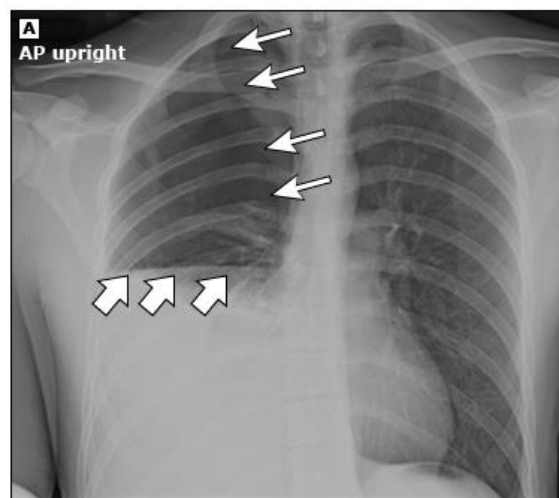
Pneumotórax esquerdo de grandes dimensões na radiografia simples do tórax. As setas identificam a borda lateral do pulmão colapsado
